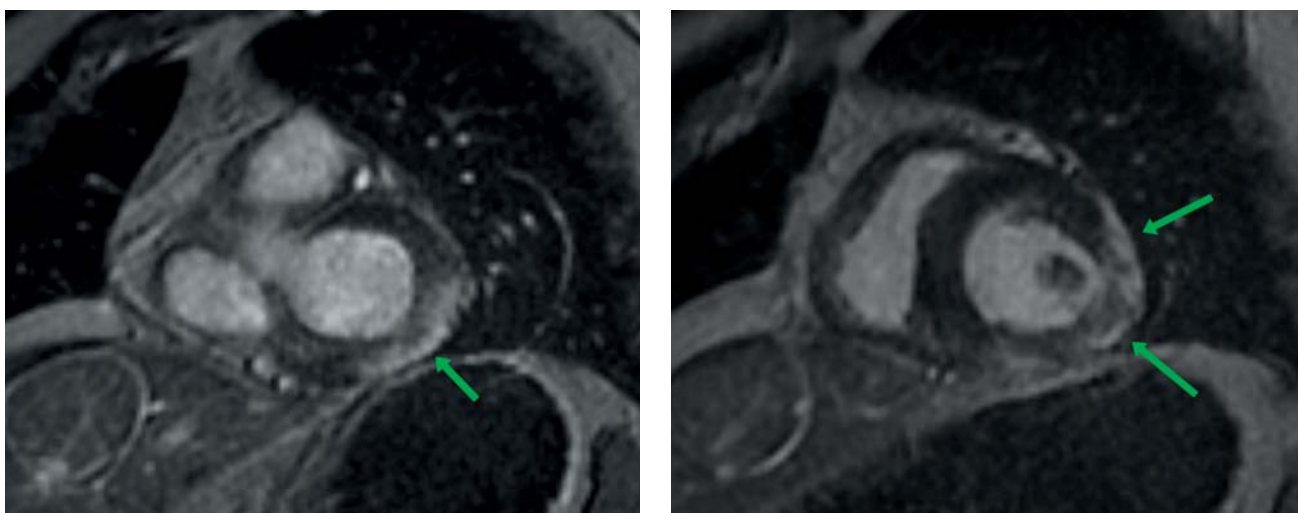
Магнитно-резонансная томография сердца, отсроченная серия с контрастным усилением (MDE) по короткой оси сердца. Стрелками указаны участки накопления контрастного препарата субэпикардиальными очагами и прилежащей частью перикарда.
